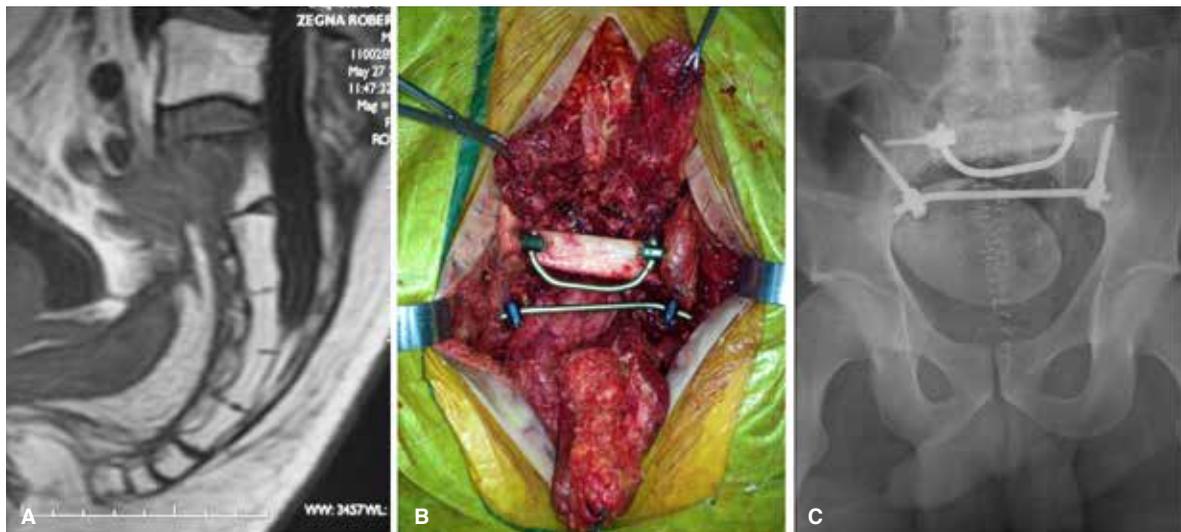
Resección sacra completa. En A se observa resonancia magnética que muestra infiltración de S1. En B se observa una vista posterior del campo quirúrgico donde se destaca la ausencia del sacro y los elementos metálicos de fijación de la columna con los huesos ilíacos. En C se aprecia la posición de las barras transversales de titanio y la ubicación de los tornillos en el interior del hueso en una radiografía simple.
